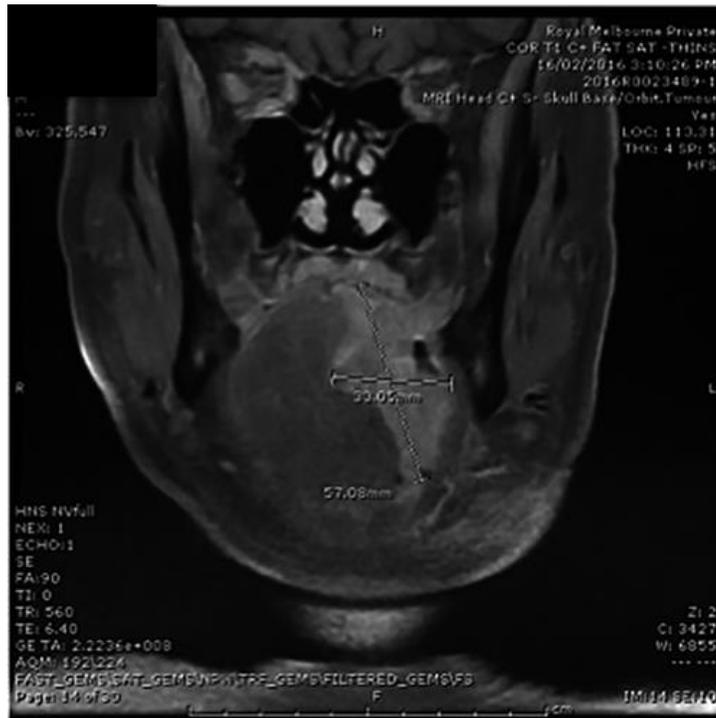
Corte coronal en resonancia magnética donde se muestra profundidad y altura de carcinoma de células escamosas de lengua/ piso de boca.(5)
